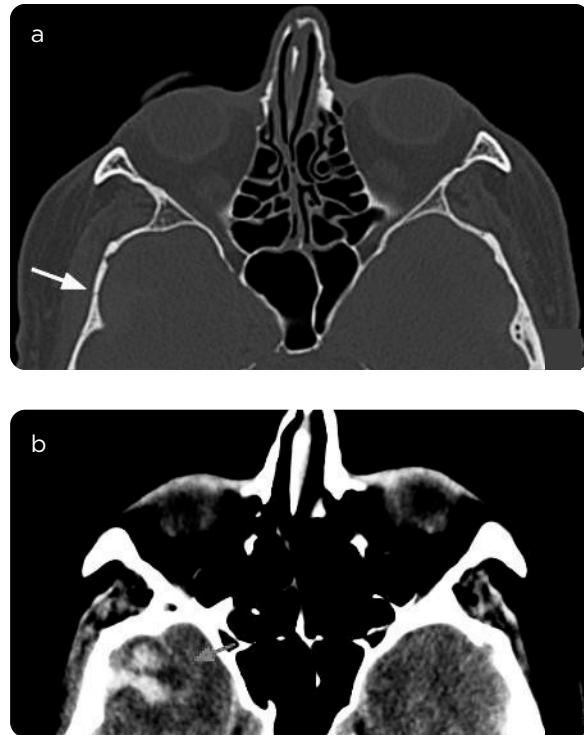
TAC cerebral simple. a) Fractura de la porción escamosa del hueso temporal. b) Hemorragia intraparenquimatosas temporal derecha.
